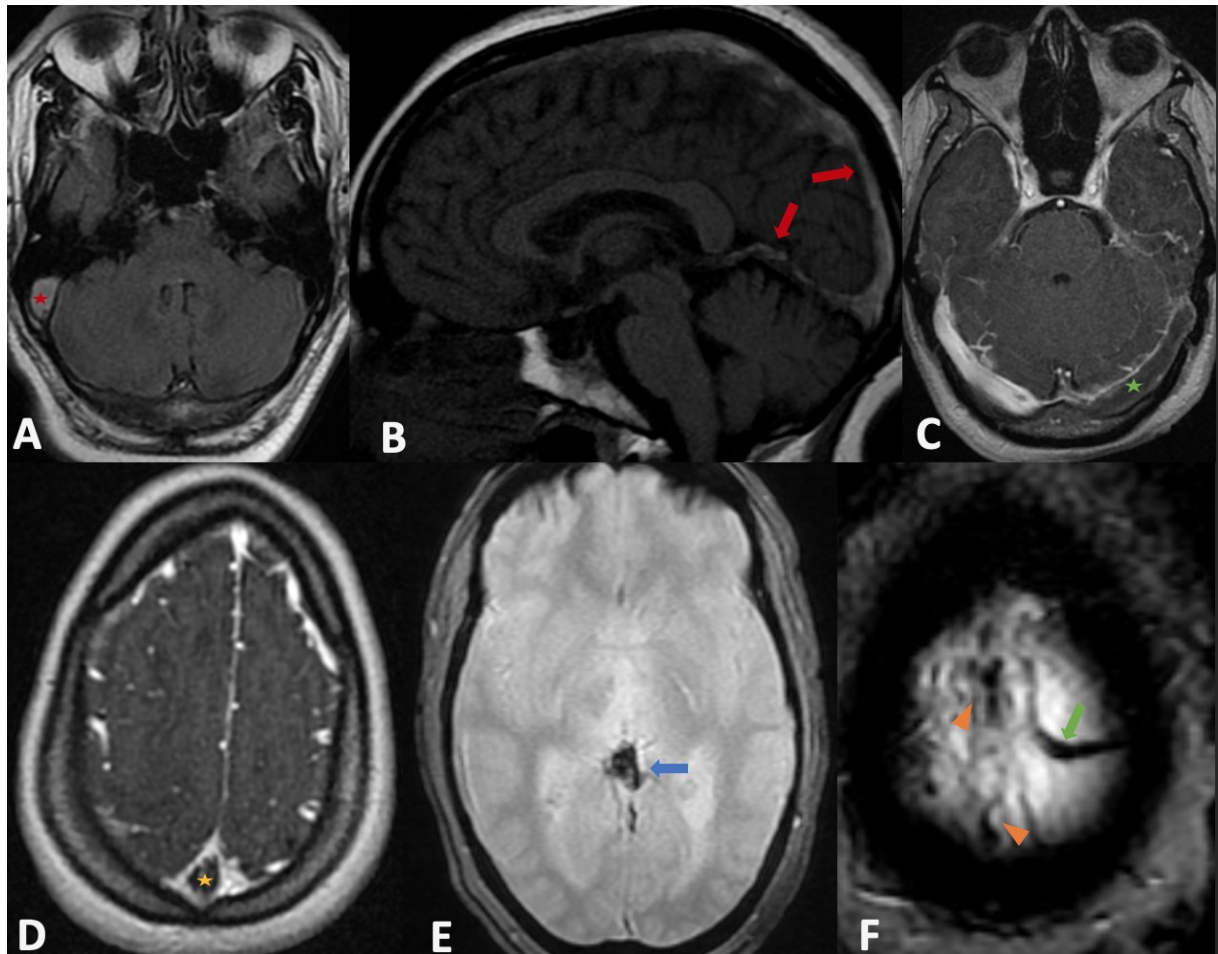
IRM cérébrale conventionnelle(A+B+E+F) et angio-IRM veineuse (C+D) montrant des signes directs de TVC. (A) : Thrombose du SS droit subaiguë en hypersignal FLAIR (Asterisque rouge). (B) Thrombose du SSS subaiguë en hypersignal T1 étendu au système veineux profond (les flèches rouges). (C) : Défaut d'opacification du ST (Asterisque vert) avec prise de contraste de sa paroi en rapport avec une Thrombose du ST gauche. (D) : Signe de delta magnétique (Asterisque jaune) avec prise de contraste de la paroi du SSS et dilatation des veines corticales en rapport avec une Thrombose du SSS. (E) : Asignal de la veine de Galien avec blooming artefact en T2 (la flèche bleue) en rapport avec une thrombose de la veine de Galien. (F) : Asignal d'une veine corticale frontale gauche (la flèche verte) et du SSS avec blooming artefact en T2* (les têtes de la flèche orange) en rapport avec une thrombose du SSS et corticale gauche.*
